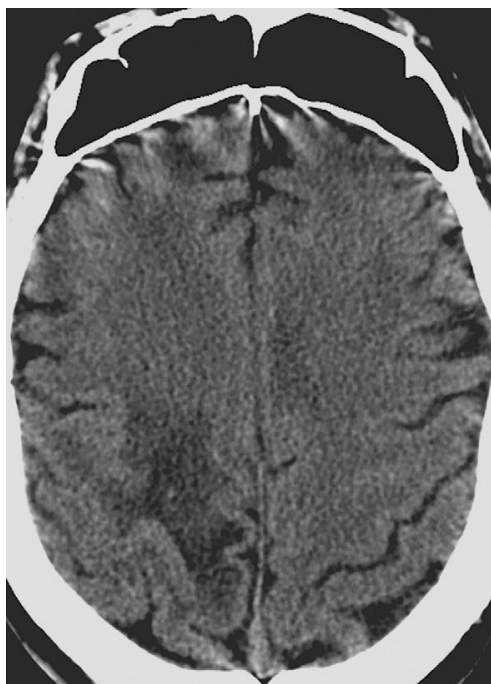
Aparência de LMP à TC.
